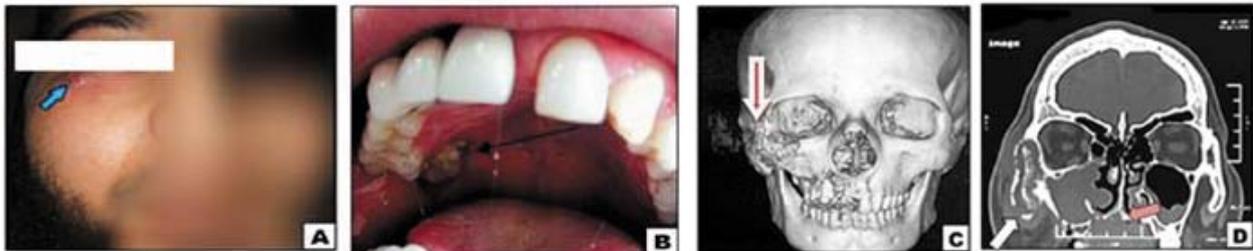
(А) Отек мягких тканей правой половины лица (примечание: свищевой ход нижнелатерально от глаза (стрелка)). (Б) Обнаженная некротизированная кость в правой задней части неба. (С,Д) 3D и корональный срез многосрезовой компьютерной томографии, подтверждающие деструкцию кости правой половины верхней челюсти, нижней стенки правой орбиты и нижнюю треть скуловой кости справа (стрелки).
